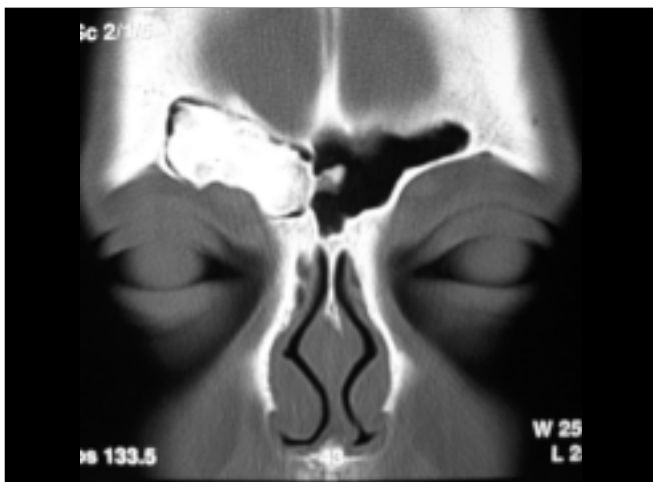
Tomografia computadorizada de seios da face com osteoma frontal.
